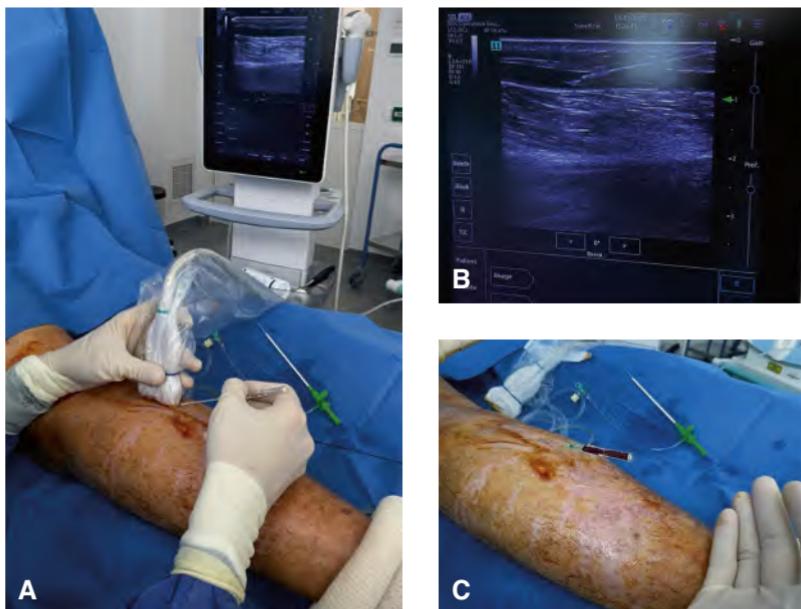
Ponction de la veine petite saphène avec le cathlon sous contrôle échographique.
